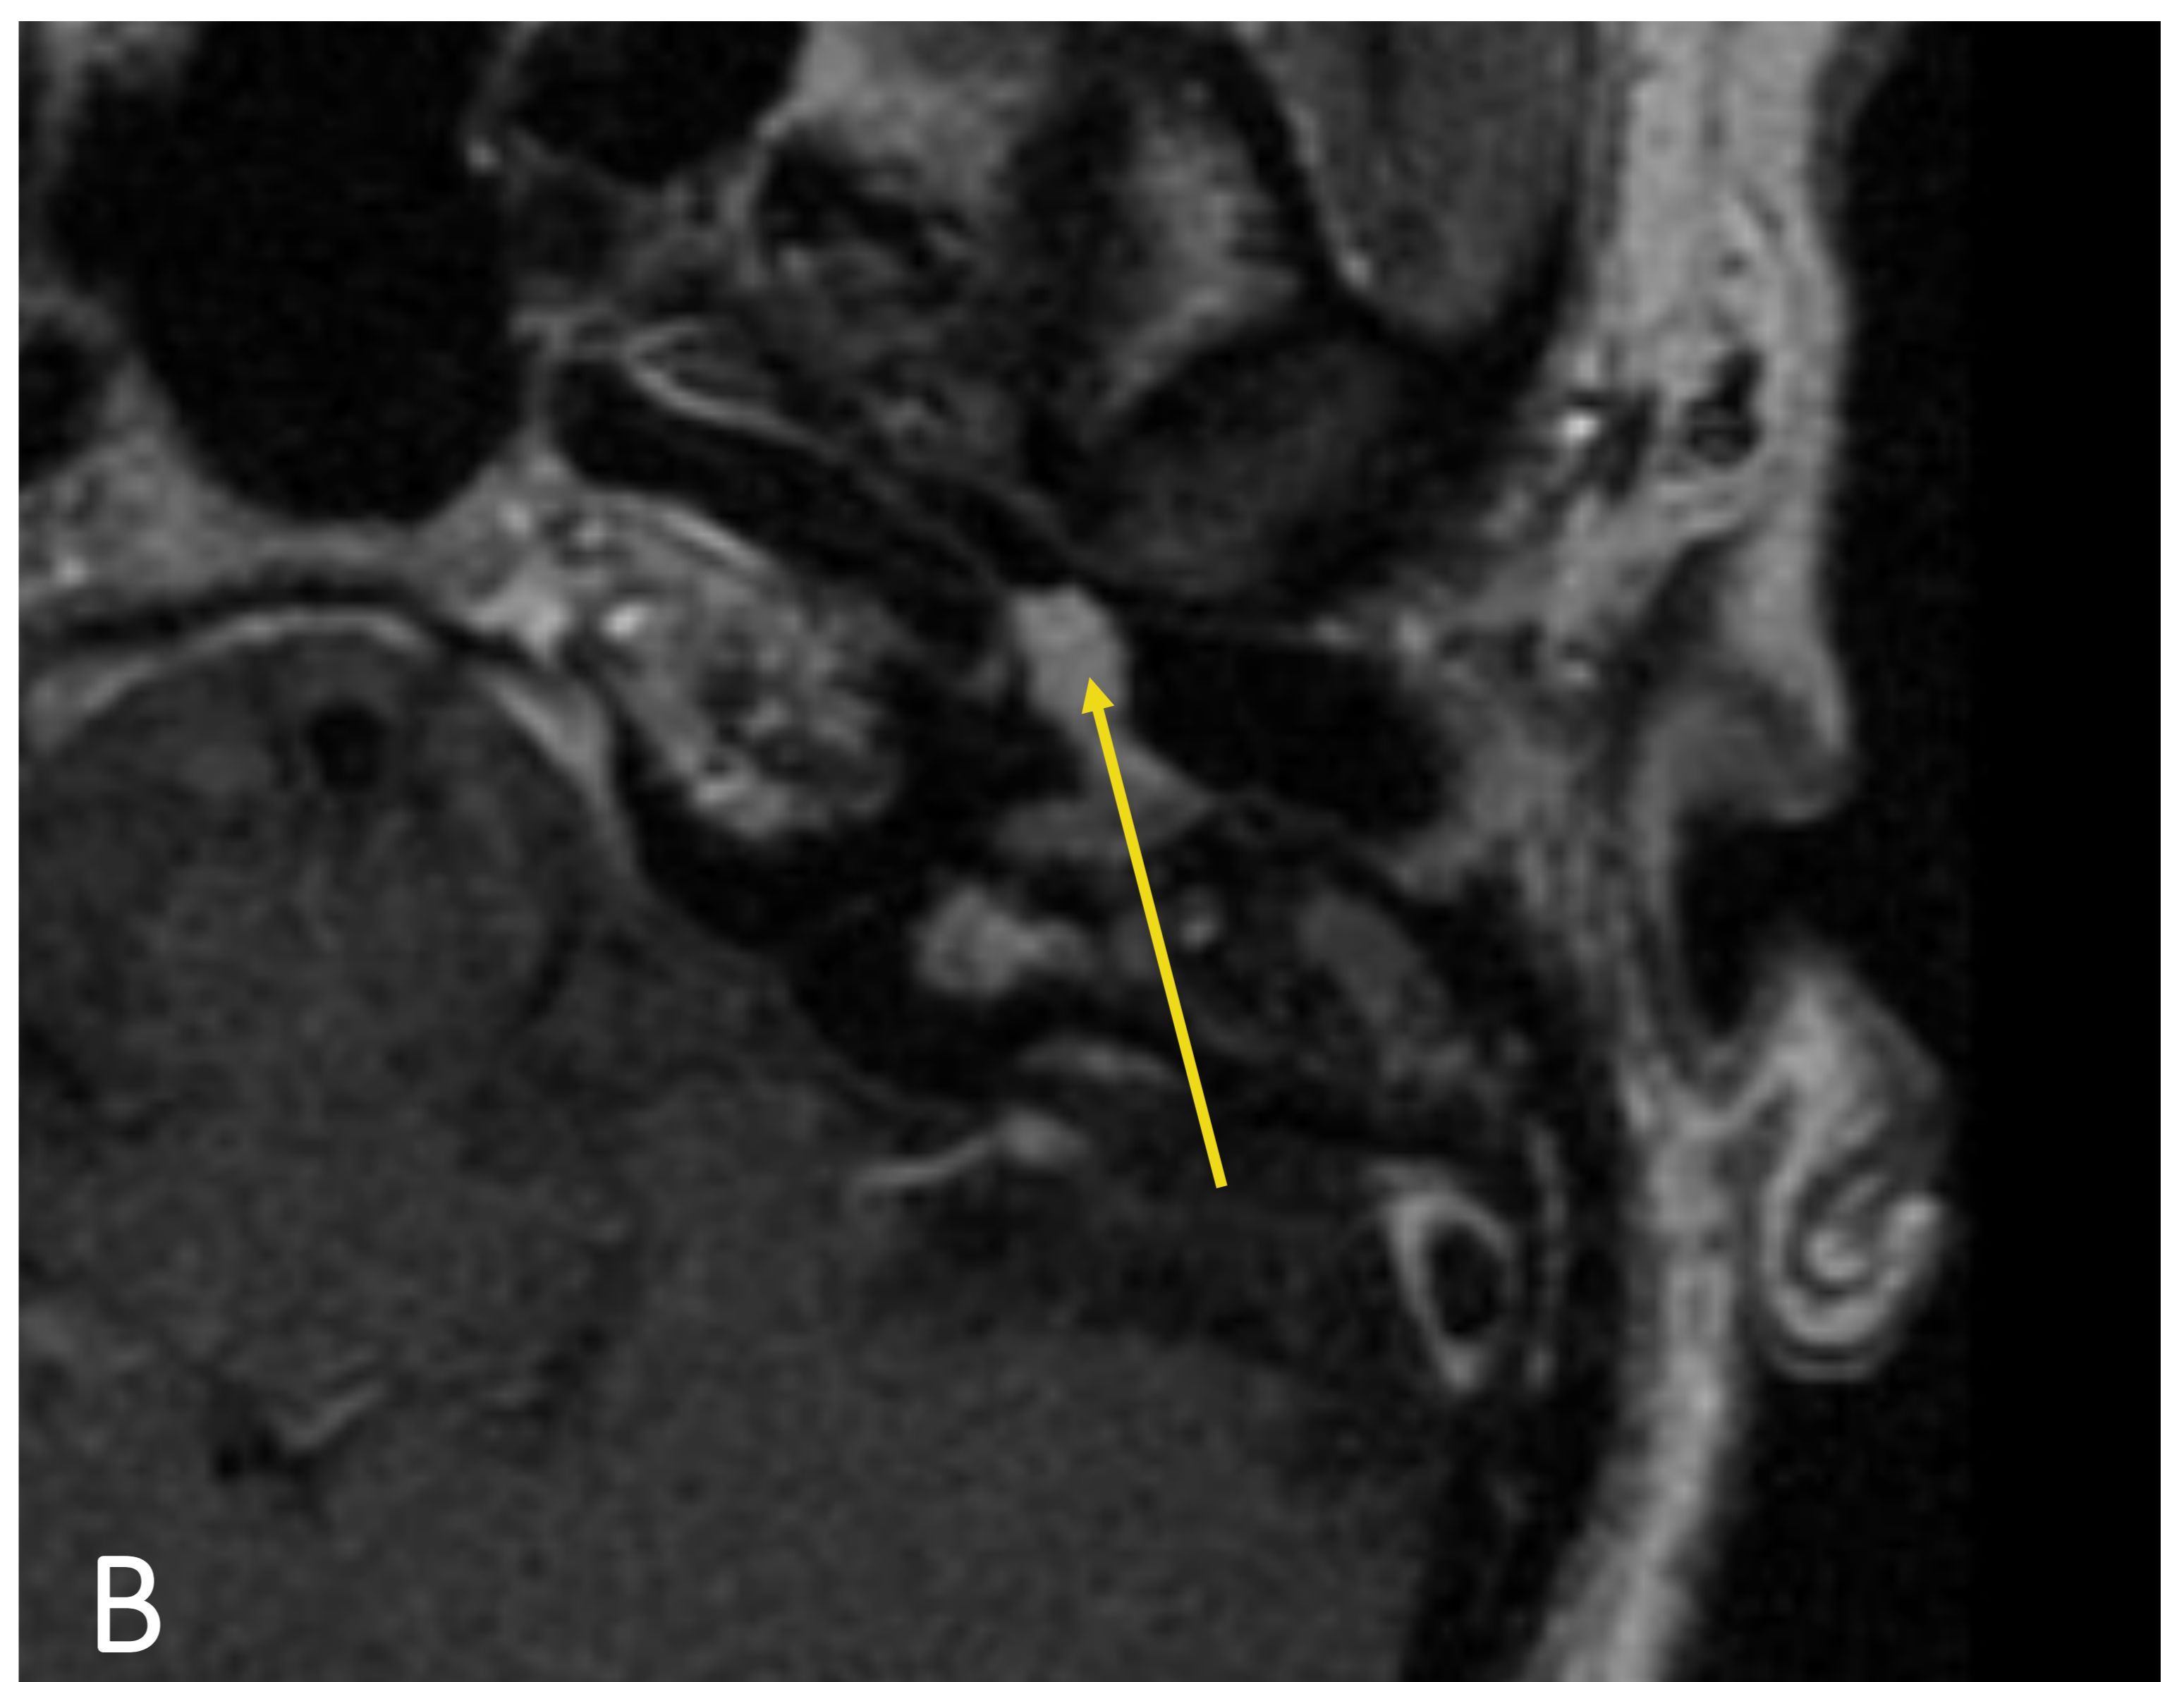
RM T1 axial + C: Realce de la masa (flecha)
